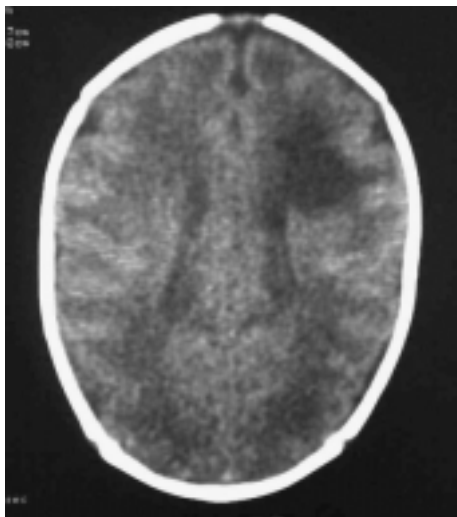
КТ недоношенного ребенка (гестационный возраст 32 нед) с церебральной гипоксией – ишемией 3-й степени и неонатальными судорогами (мультифокальными клоническими и парциальными левосторонними клоническими) на 18 сут жизни. Выражена диффузная энцефалолейкомаляция, обширная киста в правой лобной доле.
